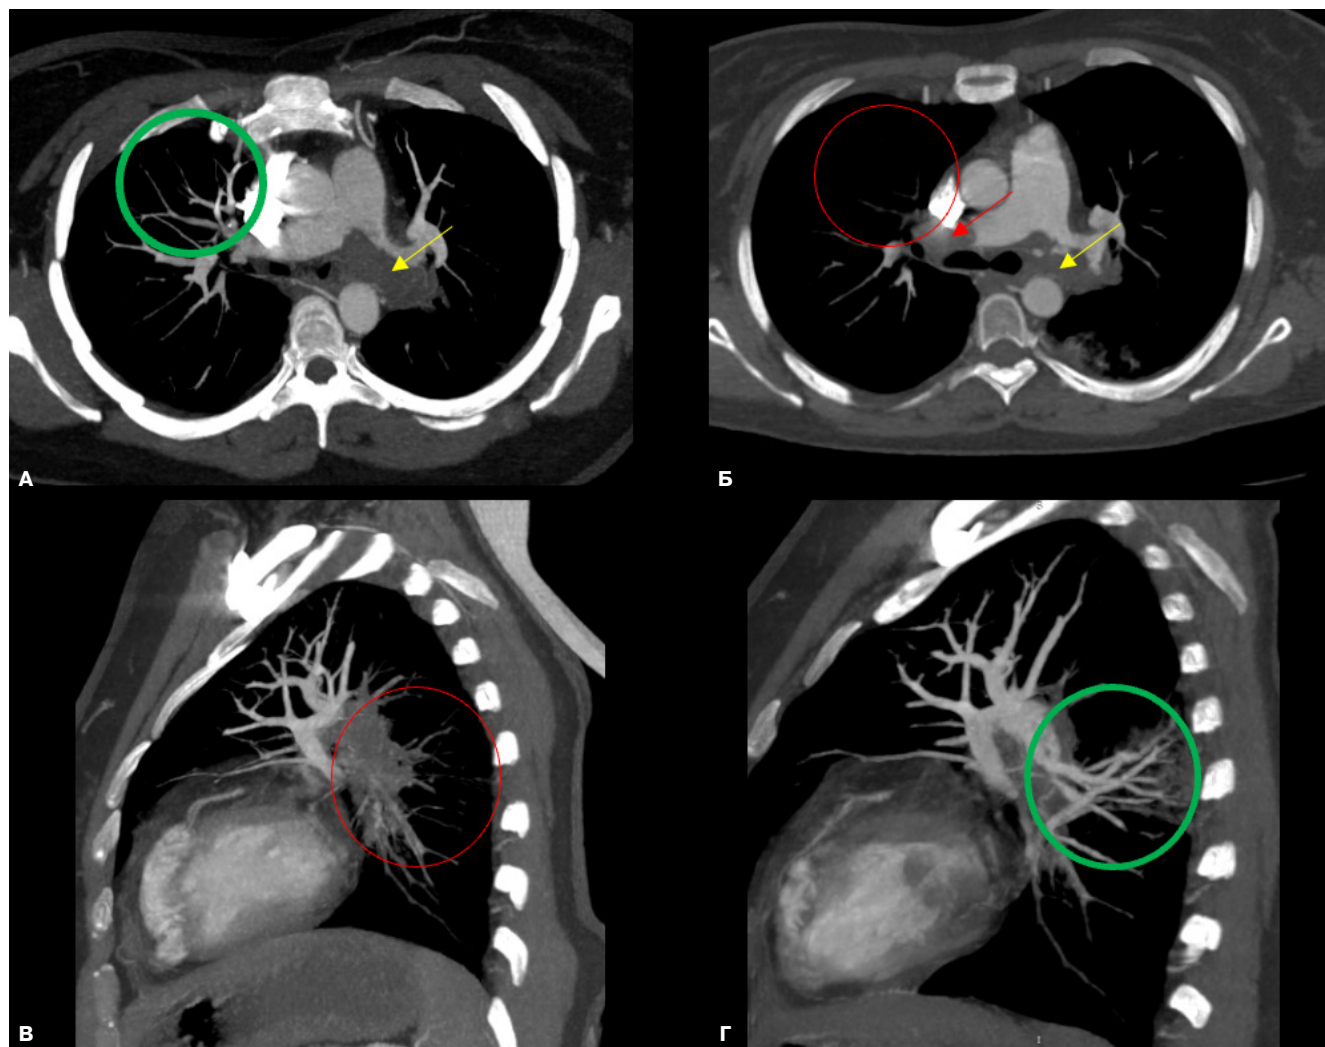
Пациент 1. КТ-АПГ в динамике — при поступлении (А, В) и после тромболиза (Б, Г), МРР-реконструкции в аксиальной (А, Б) и сагиттальной (В, Г) плоскостях.
